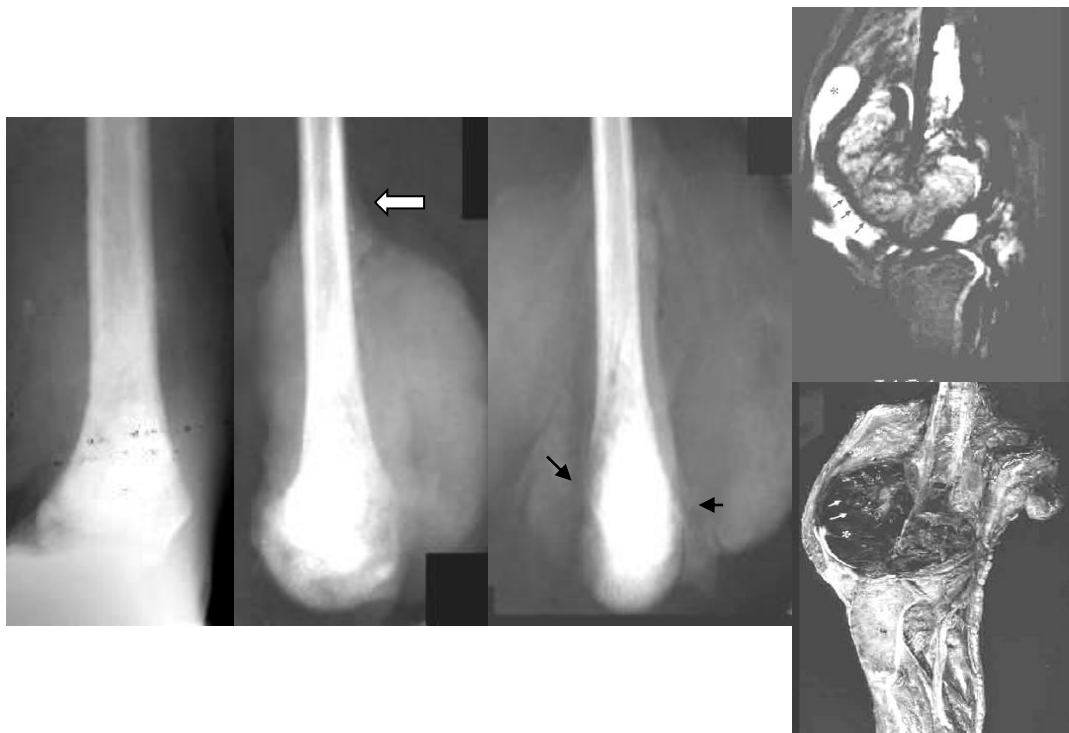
Фрагменти рентгенограм стегнової кістки у прямій і бічній проекціях, МРТ T1-, T233 у сагітальній площині пацієнта і вилученої кінцівки. Склеротична ОС – до оцінювання поширеності процесу. У порівнянні з рентгенограмою чітко візуалізується масивне пухлинне кістковоутворення, що поширюється до діафізу, руйнує кортикальний шар (стрілки), відшаровуючи окістя з утворенням періостального козирка (стріла). На МРТ (після операції) максимально відбиті всі нюанси ураження.
